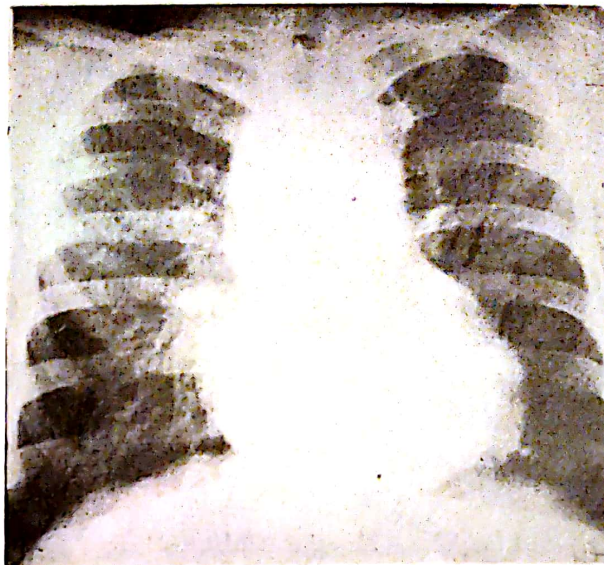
Mezoteliom pleuropericardic cu infiltrare a mediastinului anterior și miocardului (diagnostic necroptic). Radiografie pulmonară: lărgire bilaterală a mediastinului superior, cord mare, globulos cu dublu contur la nivelul arcului inferior stâng, hil drept mărit cu arborizații bogate.
